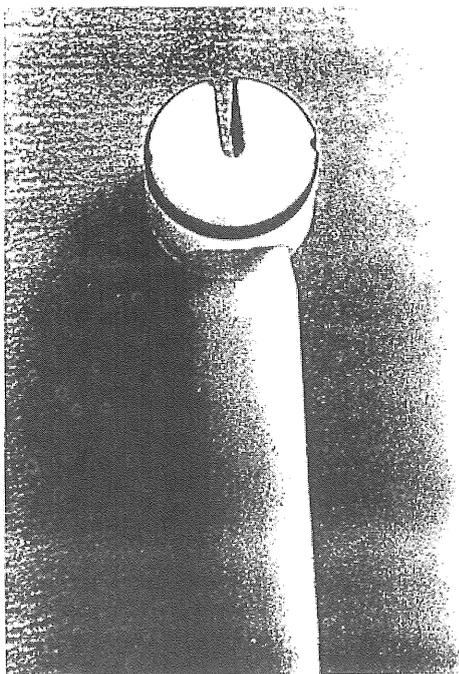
La face "active" de la sonde doppler. La surface en contact avec la peau est bombée afin d'obtenir un meilleur signal ultrasonore.
